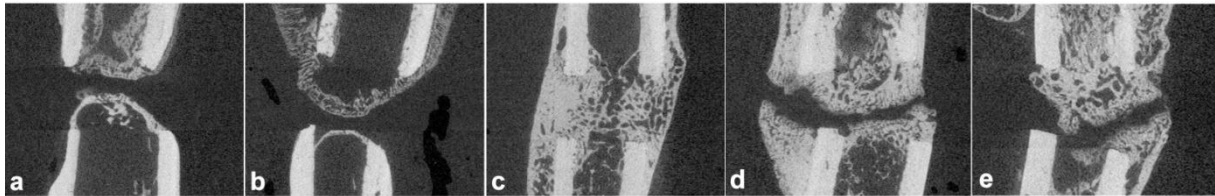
Frontalschnitte von repräsentativen In-vitro-Präparaten im  $\mu$ CT zum 6 Wochen-Zeitpunkt. Das proximale Ende ist hier am oberen Bildrand dargestellt. Leergruppe (a), Negativ-Kontrollgruppe (b), Positiv-Kontrollgruppe (c), CD133-Therapiegruppe (d), CD34-Therapiegruppe (e)
